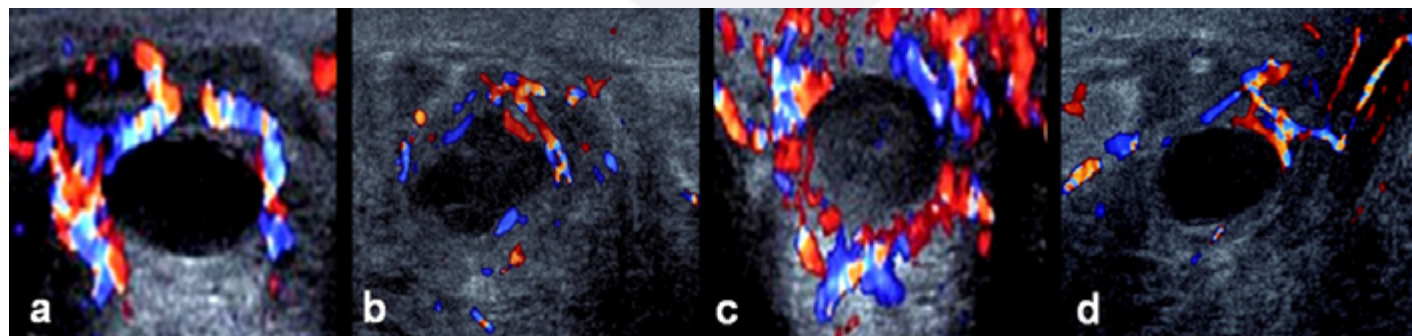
Algunas aplicaciones del Doppler color en el trabajo diario:
